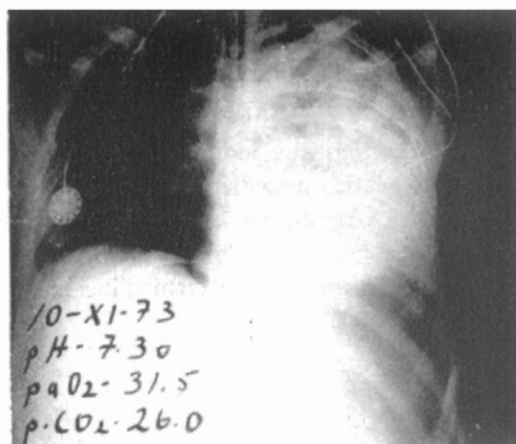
Teleradiografía de tórax del mismo paciente tomada días después, se observa la sonda endotraqueal en el bronquio derecho y atelectasia izquierda.
